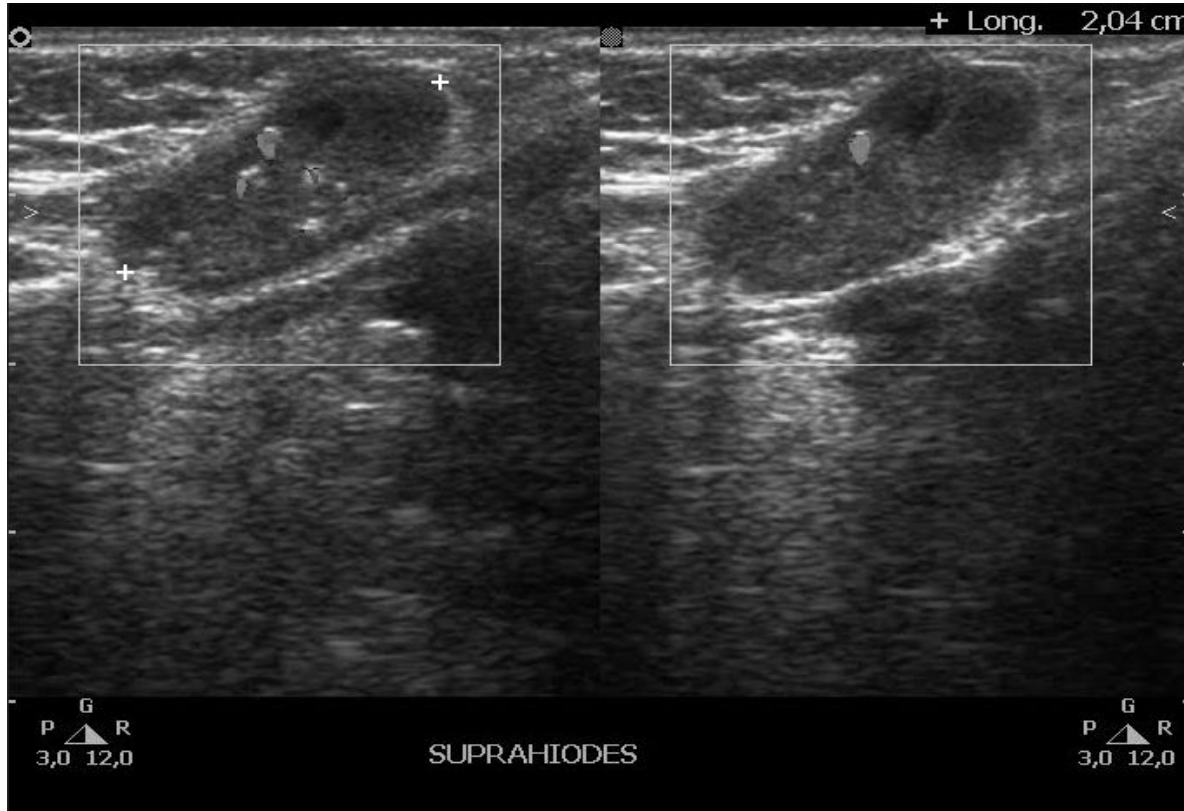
Al doppler color no presenta vascularización interna.
